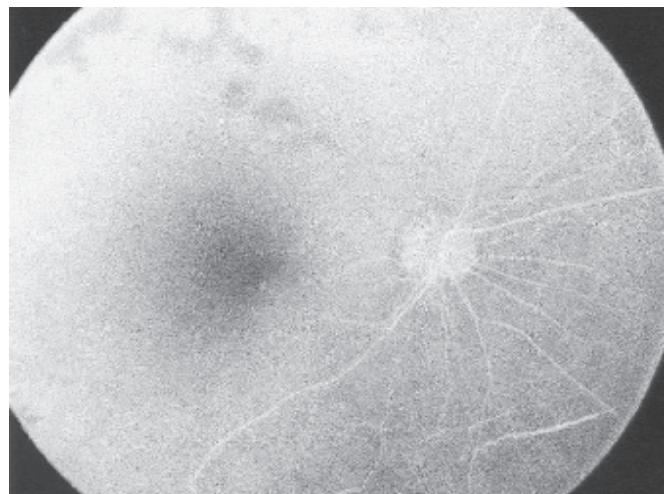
Hastanın tedavi sonrası birinci ayda çekilen sol göz fundus floresein anjiyografisi (papillada hafif hipofloresans gözlendi fakat sizıntıya rastlanmadı. Lazer spotları izleniyor).
